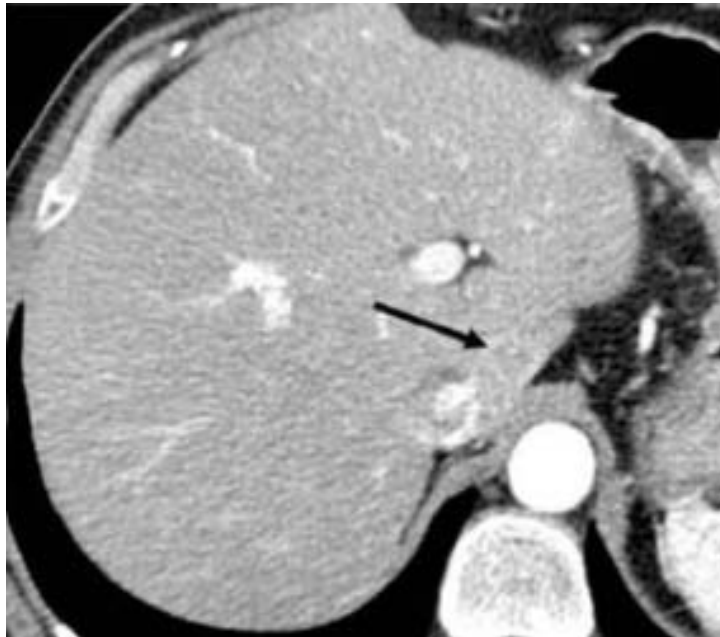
TDM abdominale, coupe axiale. Nodule hépatique de petite taille du segment I, mis en évidence à la phase artérielle avec rehaussement périphérique.
